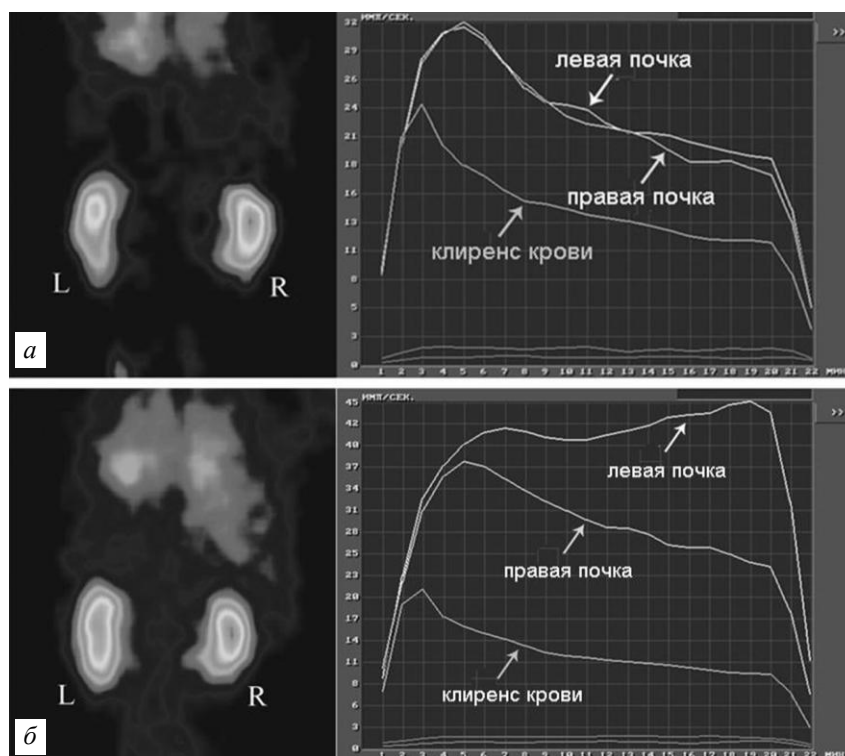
Результаты радионуклидной реносцинтиграфии пациента группы I до (а) и после (б) коронарорентрикулографии: выраженное нарушение эвакуаторной функции левой почки через 48 ч после КВГ по сравнению с исходными данными
